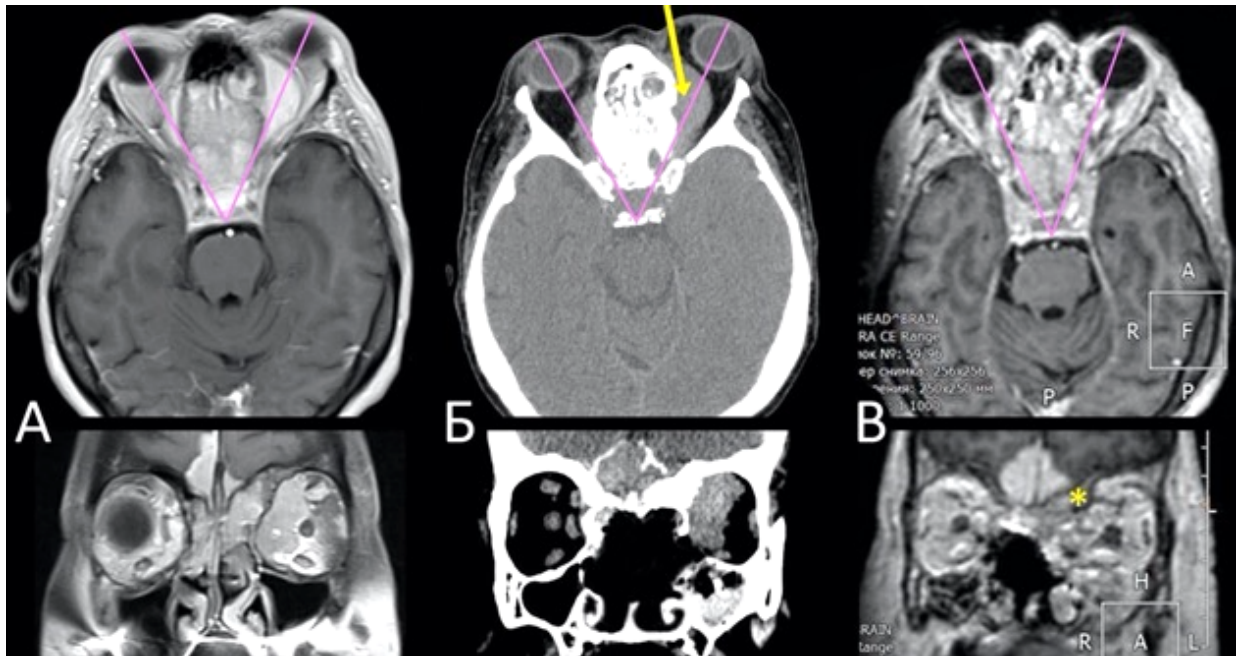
Наблюдение №5, МРТ и КТ. А: дооперационная МРТ в режиме Т1 с контрастным усилением. Визуализируется опухоль, занимающая центральные отделы ПЧЯ, решетчатый лабиринт, клиновидную пазуху и распространяющаяся в левую глазницу, левый кавернозный синус и отдавливающая височную долю. Б: КТ после удаления опухоли из полости носа и решетчатого лабиринта. В: МРТ перед лучевой терапией, видна остаточная часть опухоли в ПЧЯ (* – гиперостоз крыши решетчатого лабиринта и глазницы слева)
